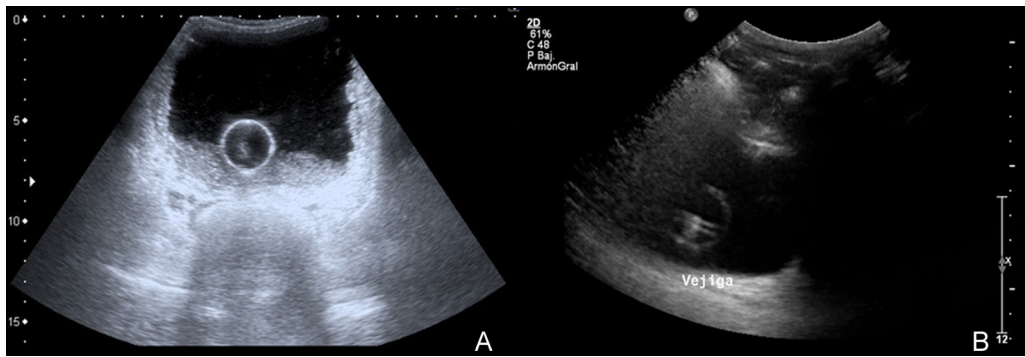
Ecografía abdominal: A) vejiga con paredes engrosadas y calcificaciones parietales; B) control a los 6 meses en el que no se visualizan calcificaciones en la pared vesical.
